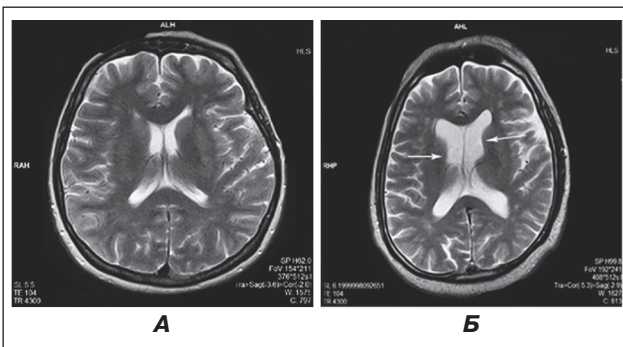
МРТ головного мозга пациента 2-й группы с атеросклерозом в трансверсальной проекции в режиме Т2. Стрелками указана боковая локализация лейкоареоза
